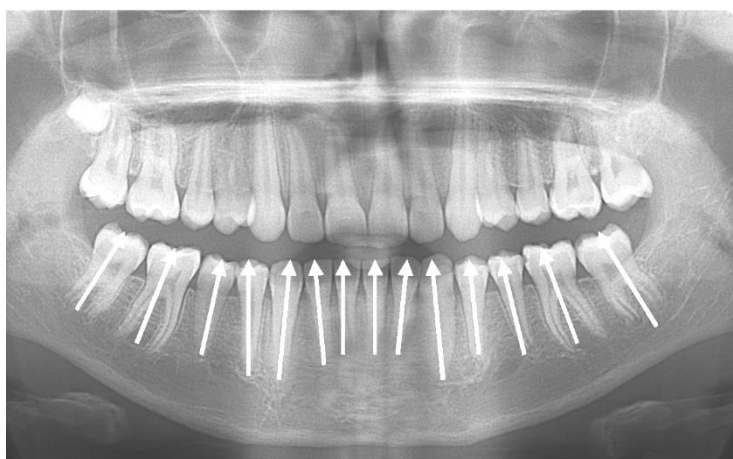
Ортопантомограмма пациента Р. А. в возрасте 13 лет
